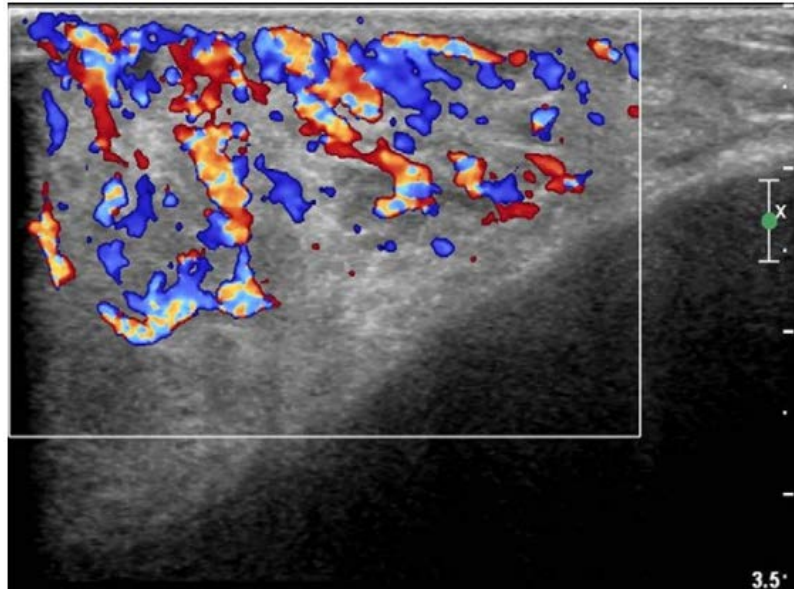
Écho-Doppler mode couleur pulsé d'un HI
